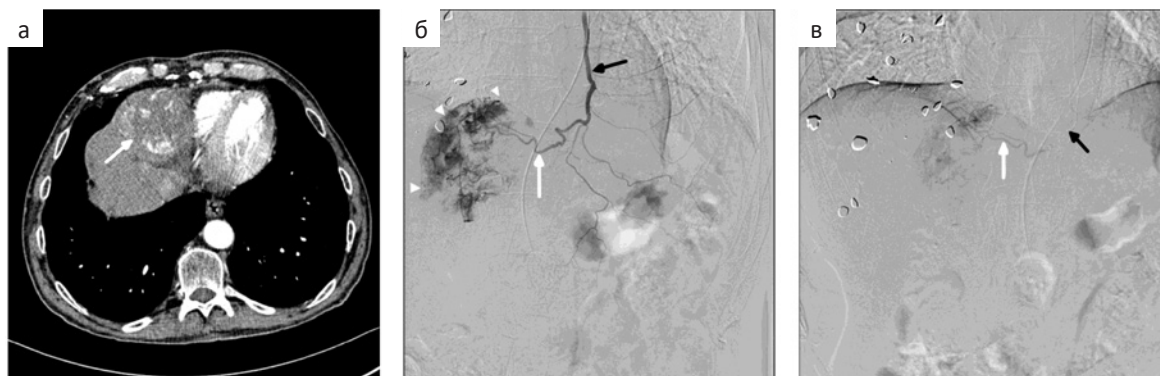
Пациент с ГЦР левой доли печени. а — В артериальную фазу КТ определяется гипervasкулярная опухоль (стрелка) во II сегменте печени; б — Ангиограмма левой внутренней грудной артерии (черная стрелка) демонстрирует гипervasкулярную опухоль (наконечники стрелок), кровоснабжающуюся из одной из конечных ветвей артерии (белая стрелка); в — Перед химиоэмболизацией микрокатетер (черная стрелка) установлен в ветви, кровоснабжающей опухоль (белая стрелка)
